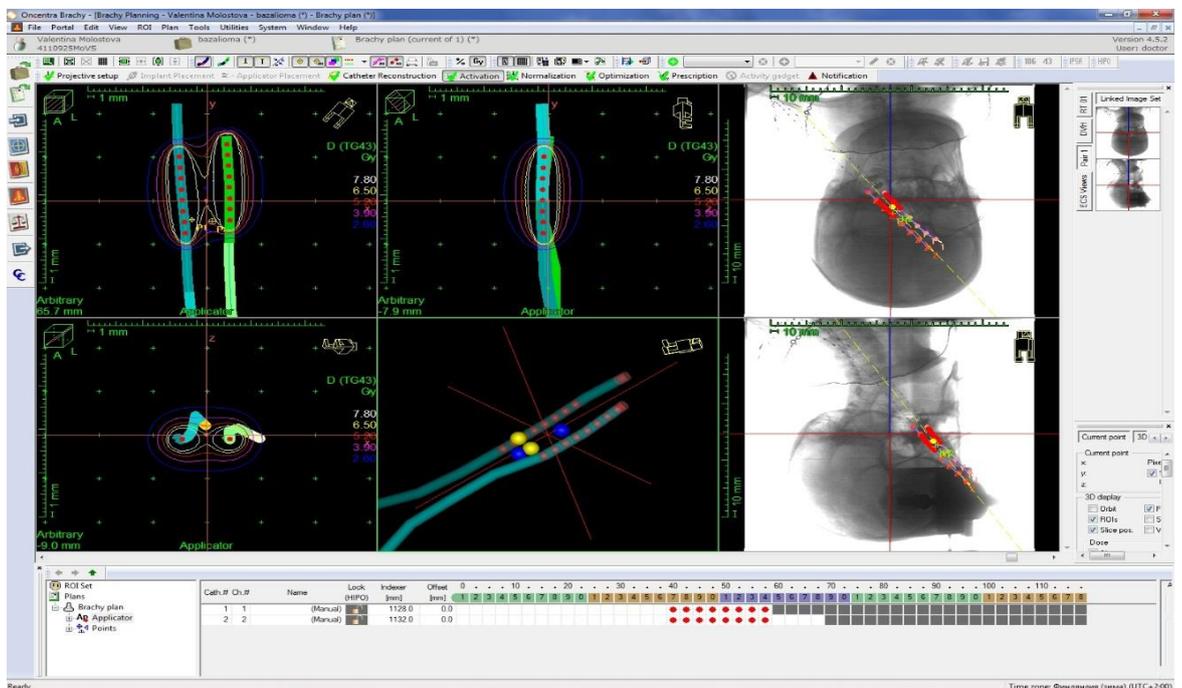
Планирование расположения интрататов по рентгенограммам
